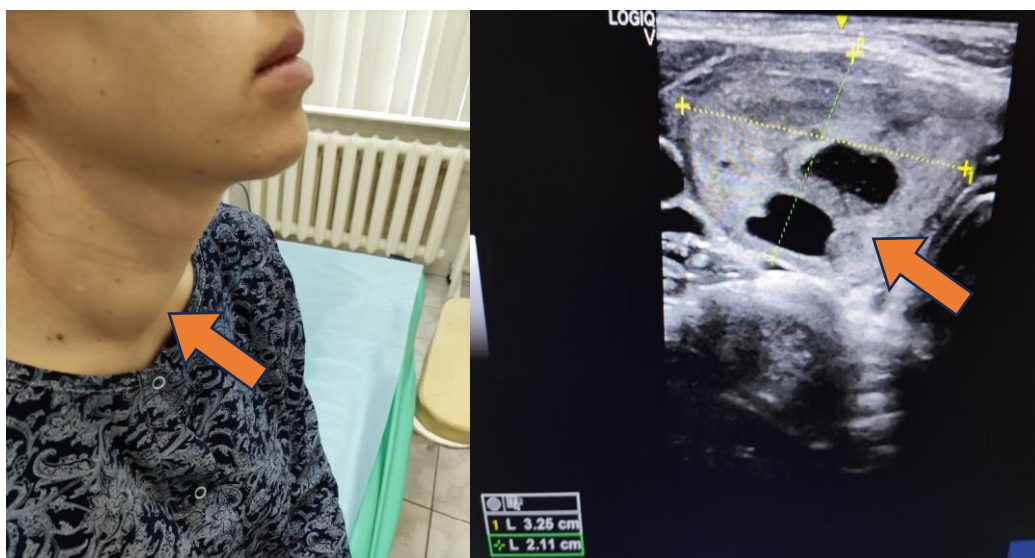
Вид пациентки до операции и предоперационное УЗИ (Справа – деформация контура шеи крупным узлом правой доли ЩЖ, слева на УЗИ узел правой доли, размером 3,25x2,11 см)
